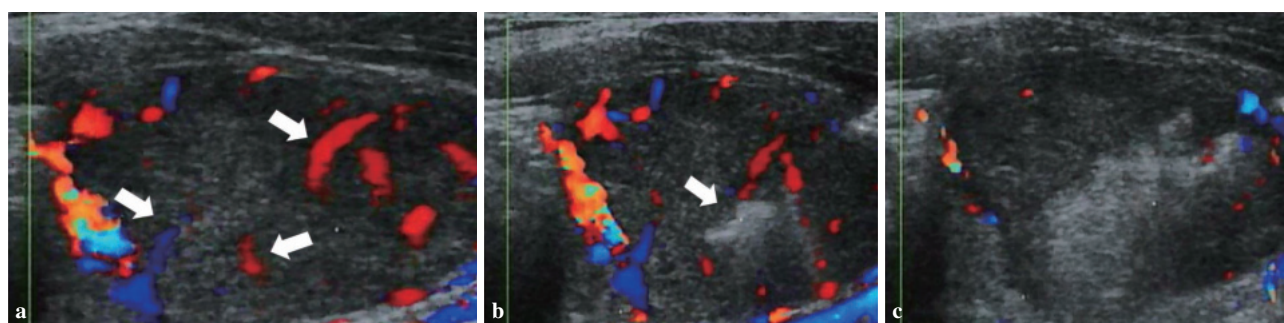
PEI時のエコー画像の変化. エタノールの注入により, 内部血流の減少がみられる. a: 注入前. 腫瘍内に栄養血管を認める. ⇨は腫瘍内血管. b: 注入中. 針先を栄養血管まで刺入. ⇨は注入したエマルジョンが高エコーに描出される. c: 注入後. 内部血流は消失している. エマルジョンにより, 腫瘍内血流が遮断されている.
